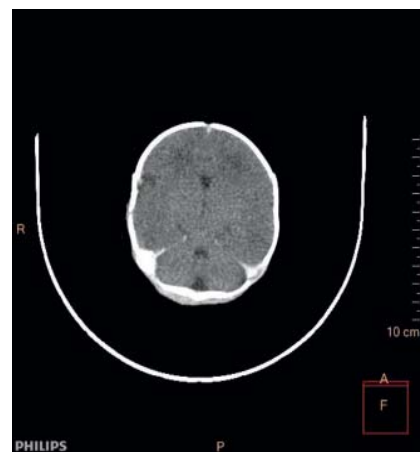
КТ головного мозга: дополнительная полость 5-го желудочка — вариантная анатомия.
